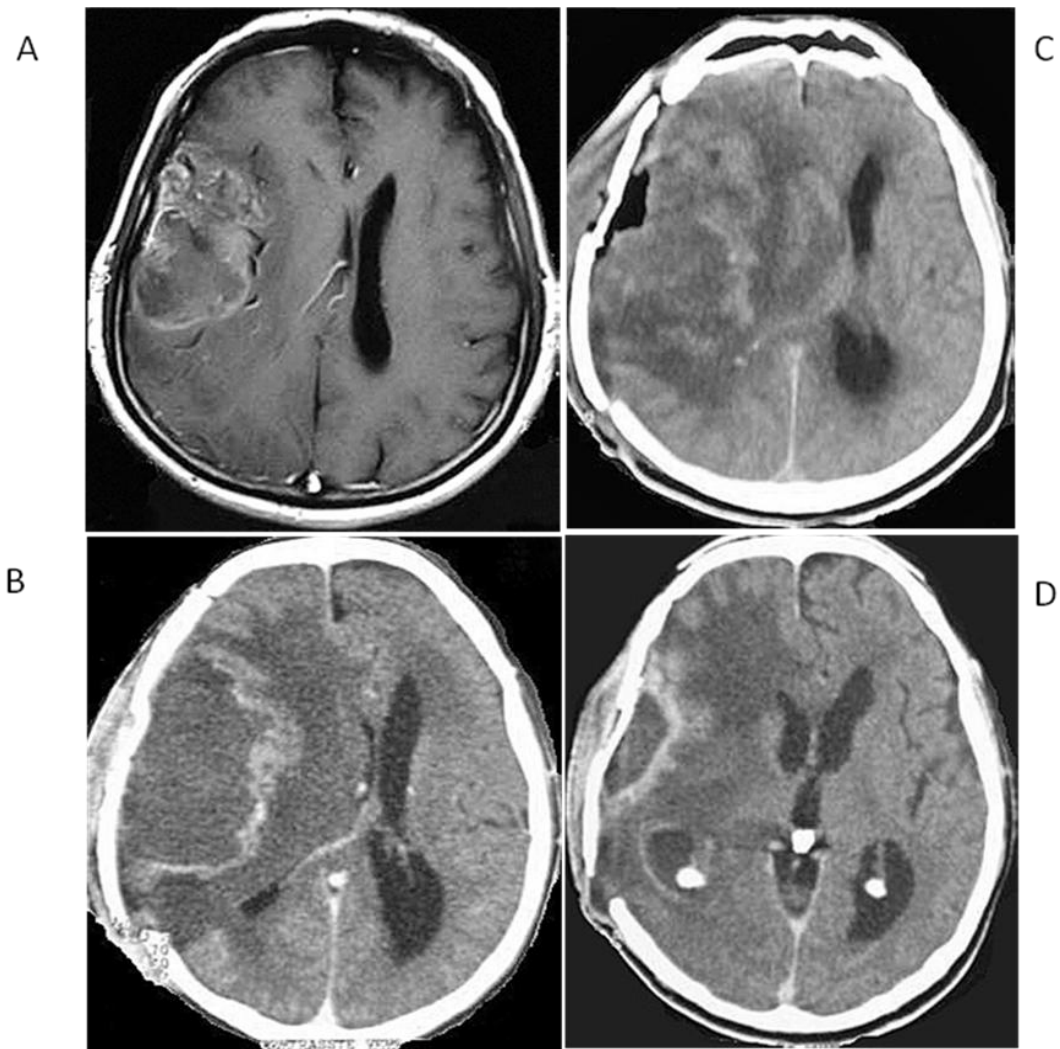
Imagem ilustrativa de lesão na região lobar com edema peritumoral e desvio da linha média. Ressonância Nuclear Magnética pré-operatória revelando a extensão do tumor no hemisfério direito (A), imagem obtida de recidiva tumoral após cirurgia e radioterapia (C). Resposta à administração intranasal do álcool perfílico, após 3 (B) e 6 meses (D) de tratamento mostrando persistência do edema peritumoral e desvio da linha média.
